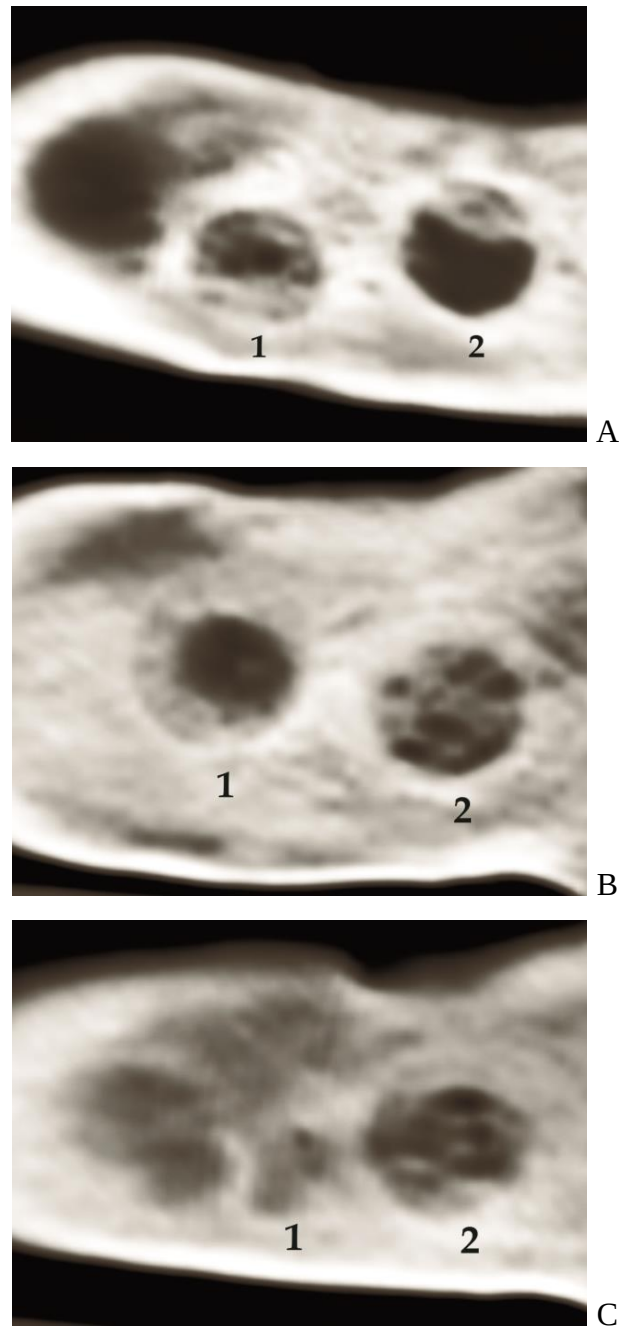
Imagini radiografice ale mandibulei purcelului vietnamez peste 1,5 luni (A), 3 luni (B) și 5 luni (C) după plastia defectului osos
